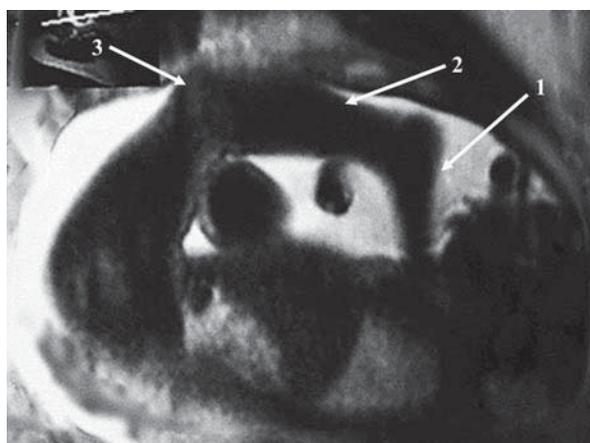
Магнитно-резонансная томография беременной женщины на сроке 30 недель. Врожденный передний вывих голени плода: 1 — стопа, 2 — голень, 3 — коленный сустав
